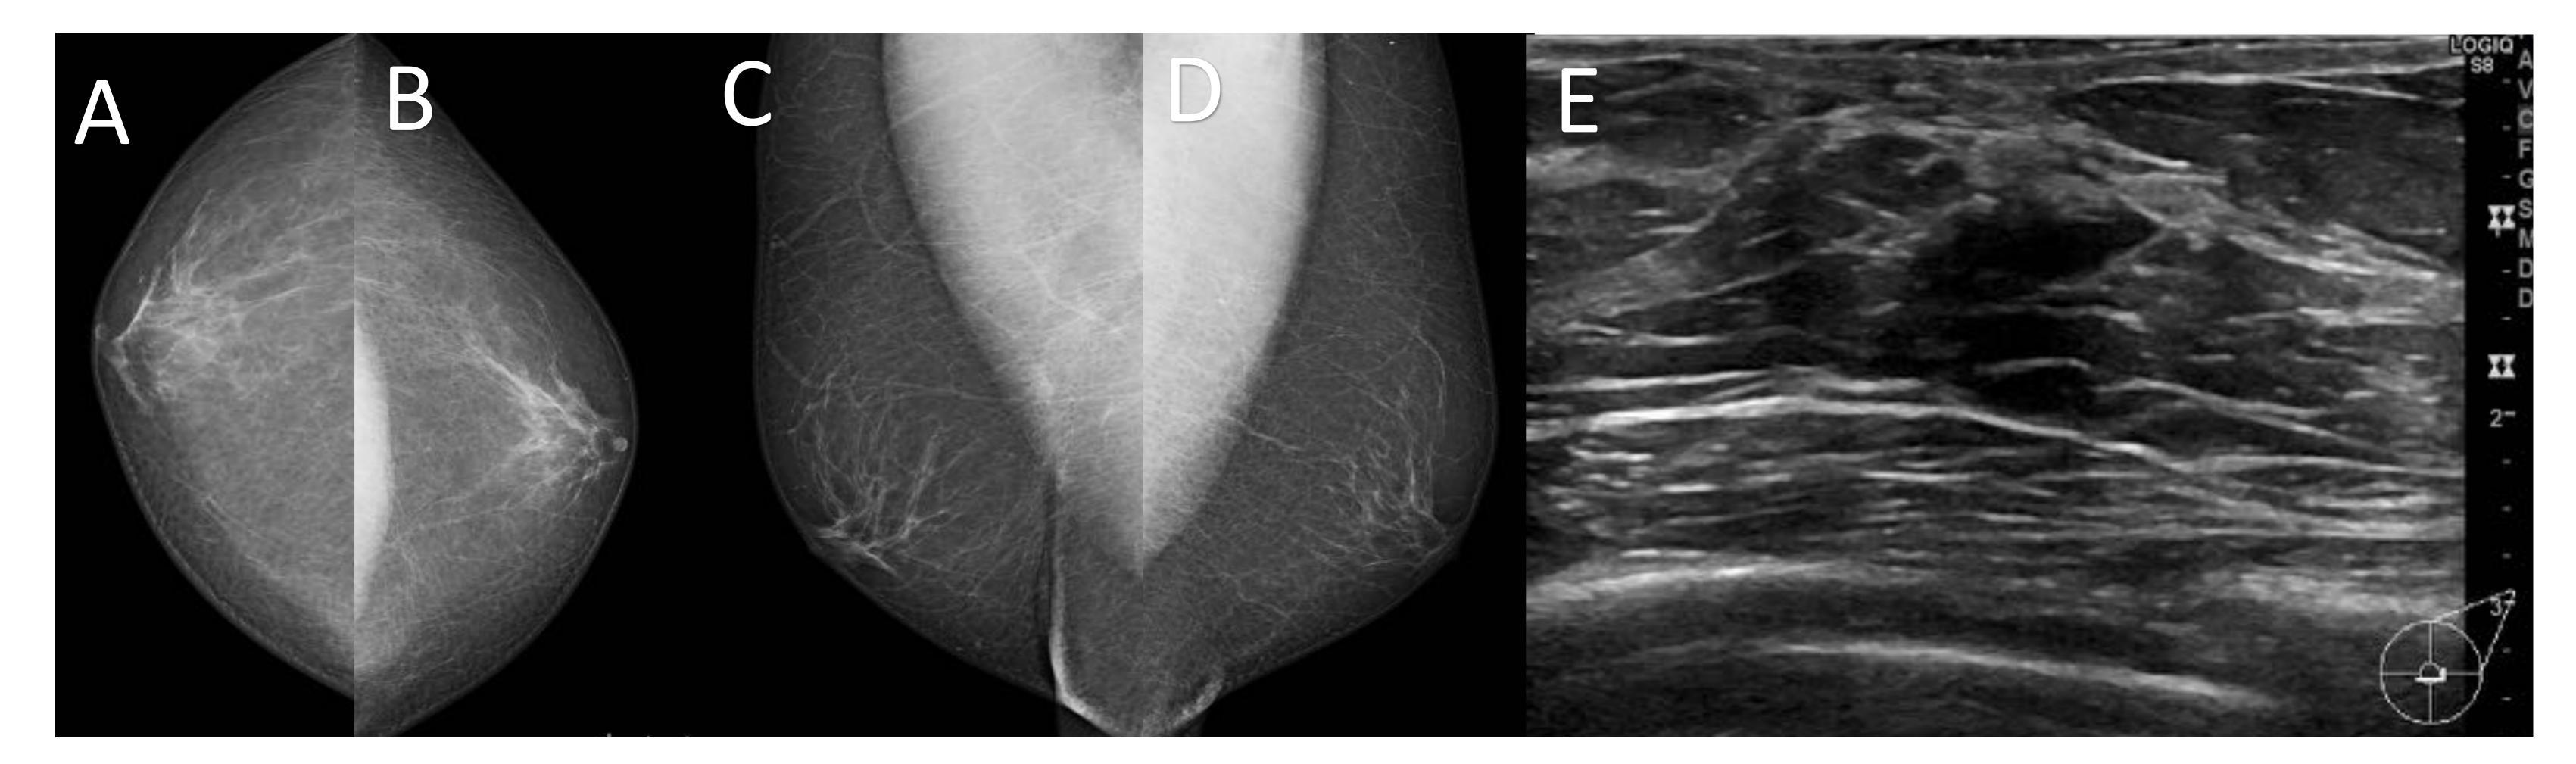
Ginecomastia dendrítica. A, B, C y D) Mamografía de un varón en la que se observa aun aumento de densidad retroareolar, de morfología lineal (dendrítica). E) En la imagen de ecografía el aumento de densidad se corresponde con tejido mamario normal con proyecciones hacia el tejido adiposo.
